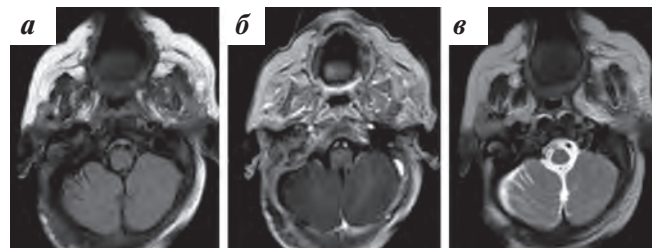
МРТ головного мозга через 2 мес после начала комбинированной терапии вемурафениб + кобиметиниб. Многоузловое образование в области пирамиды правой височной кости не определяется: а – T2 FLAIR; б – T1-BI; в – T2-BI
